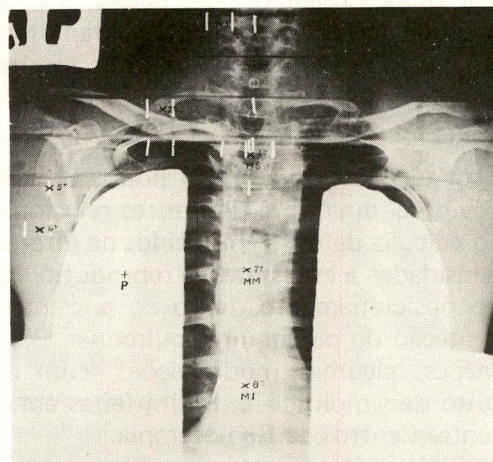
II — Radiografia em AP, com raio-X diagnóstico, com os blocos para blindagem em posição de tratamento. As marcas radiopacas observadas nesta fotografia representam a localização dos dosímetros termoluminescentes.
